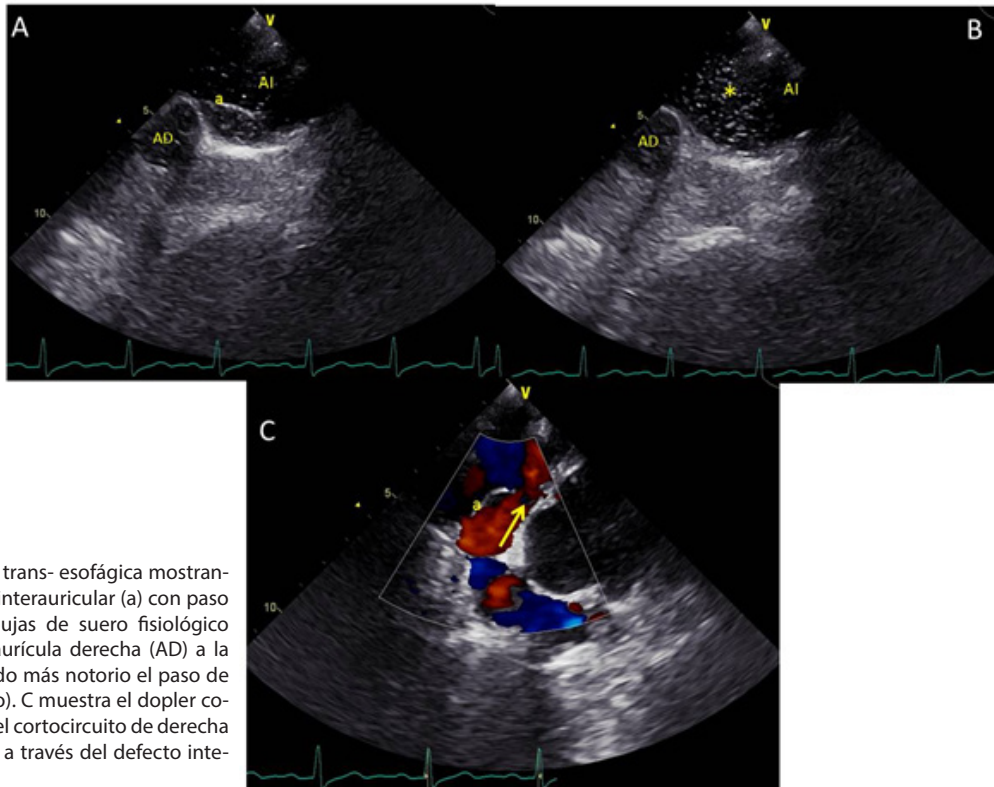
Ecografía trans- esofágica mostrando en A el defecto interauricular (a) con paso de pequeñas burbujas de suero fisiológico agitado, desde la aurícula derecha (AD) a la izquierda (AI). Siendo más notorio el paso de éstas en B (asterisco). C muestra el doppler color el cual visualiza el cortocircuito de derecha a izquierda (flecha) a través del defecto interauricular (a).
